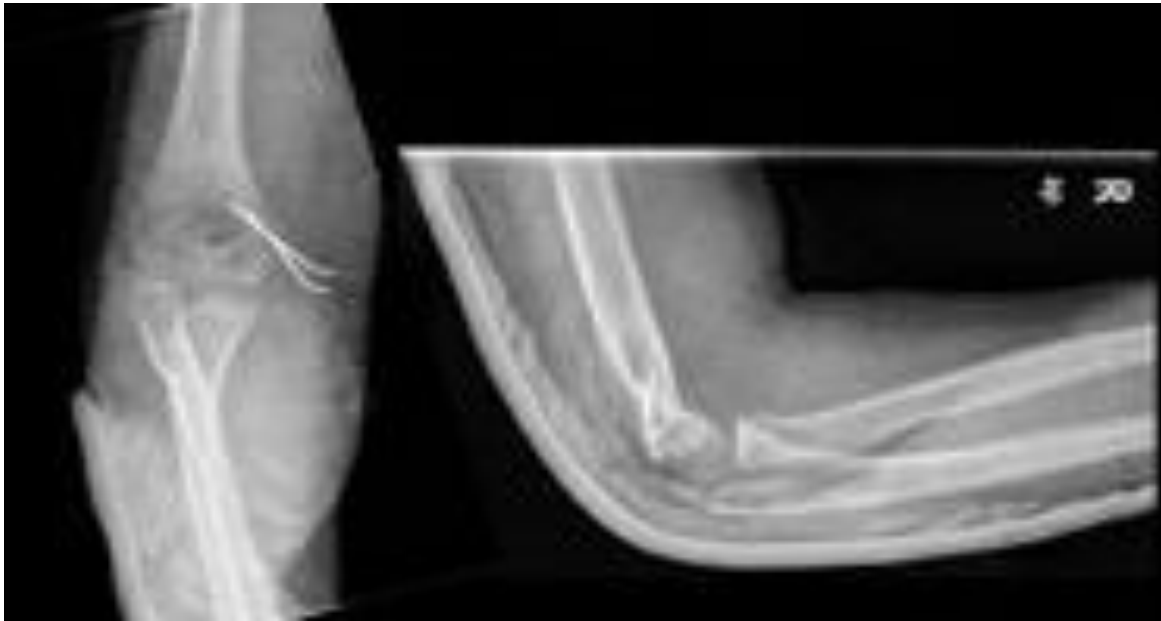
Radiografía de control de codo derecho tras intervención quirúrgica
